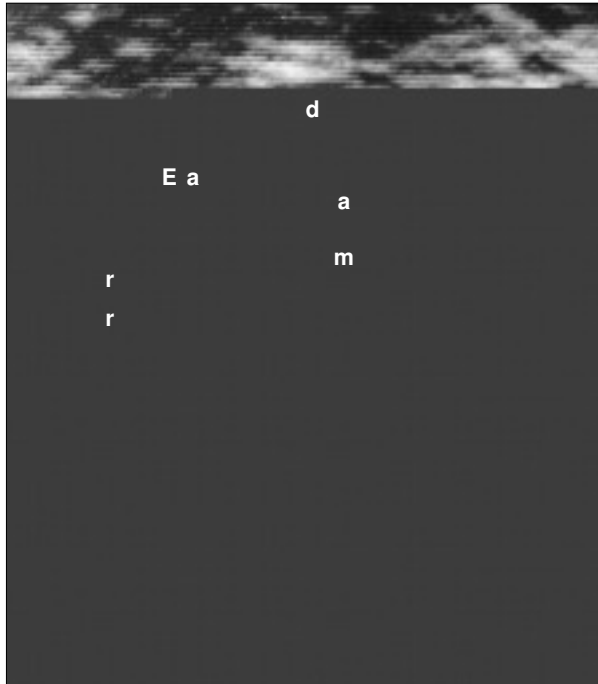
A) Ecografía, proyección axial anatómica: médula espinal normal, hipoecogénica (m) rodeada por la aracnoides (a), líquido del espacio aracnoideo (Ea) y dura (d); (r), corresponde a las raíces nerviosas. B) Ecografía, proyección coronal: la médula anterior (m) presenta aumento de la ecogenicidad y se encuentra comprimida por una masa posterior (flechas) de consistencia heterogénea, correspondiente a la lesión hemorrágica (h).
